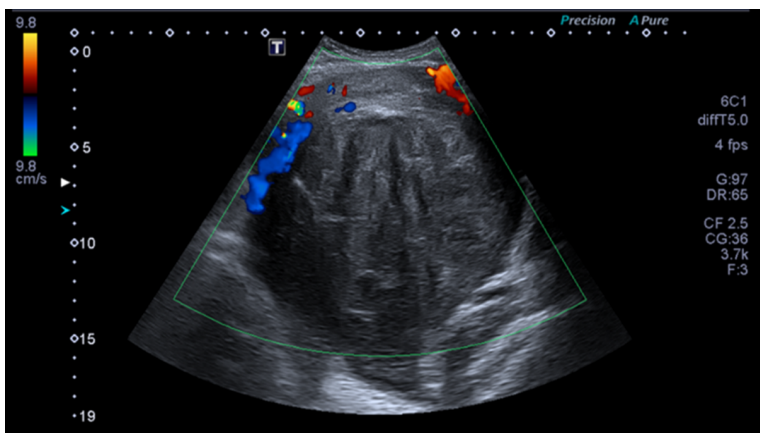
ao estudo com Doppler colorido verifica-se escassa vascularização periférica da massa em questão.
